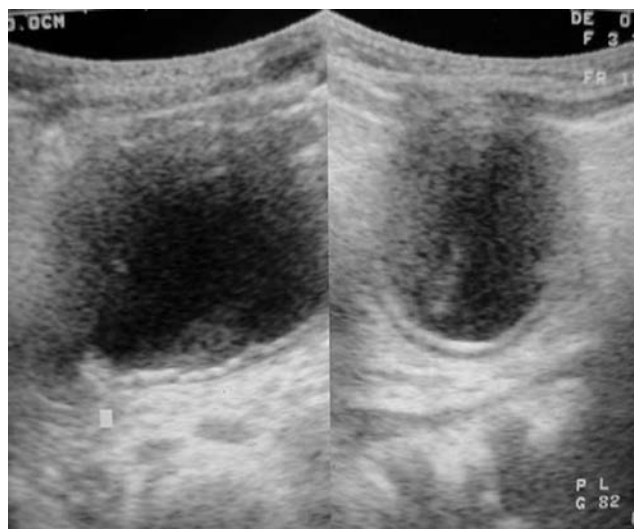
Ultrasonido de abdomen: imagen heterogénea, predominio anecoico, de bordes bien definidos y mayormente quísticos en la topografía del páncreas.
